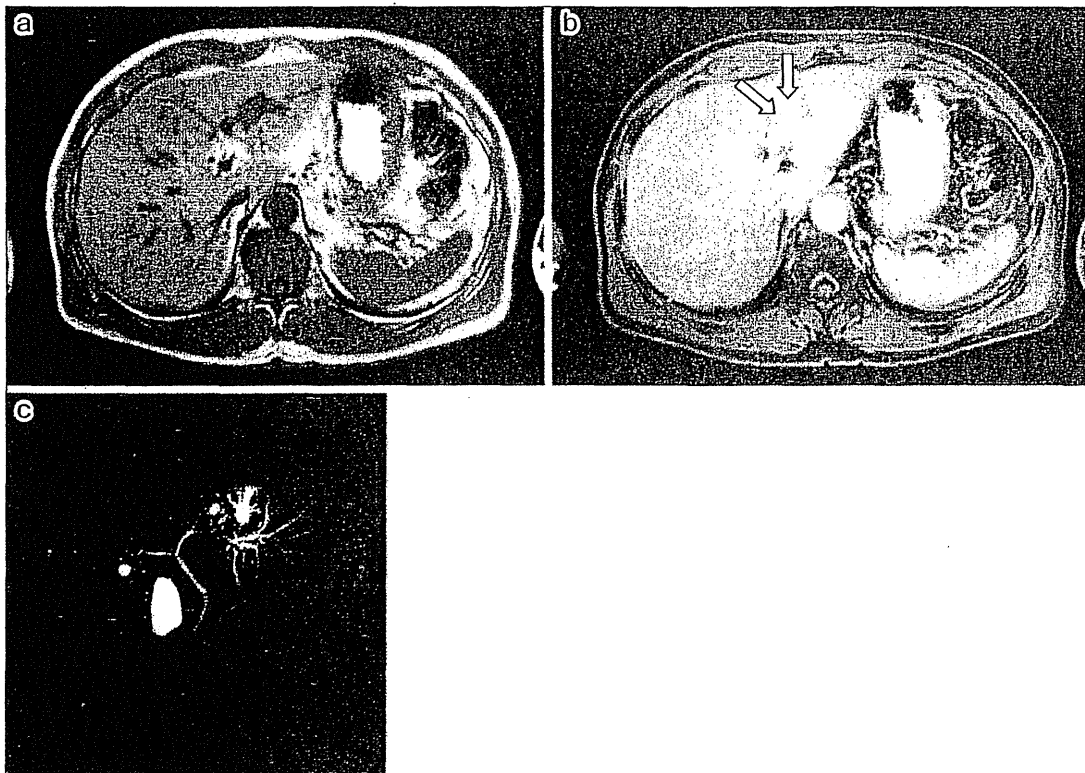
a: Abdominal MRI, T1-weighted image showed the low intensity soft tissue, which infiltrated along the portal vein branches (P2, P3) (white arrows). b: Abdominal enhanced MRI showed the enhanced tumor on the venous phase. c: MRCP showed intrahepatic bile duct stricture and peripheral dilation (B2, B3).
